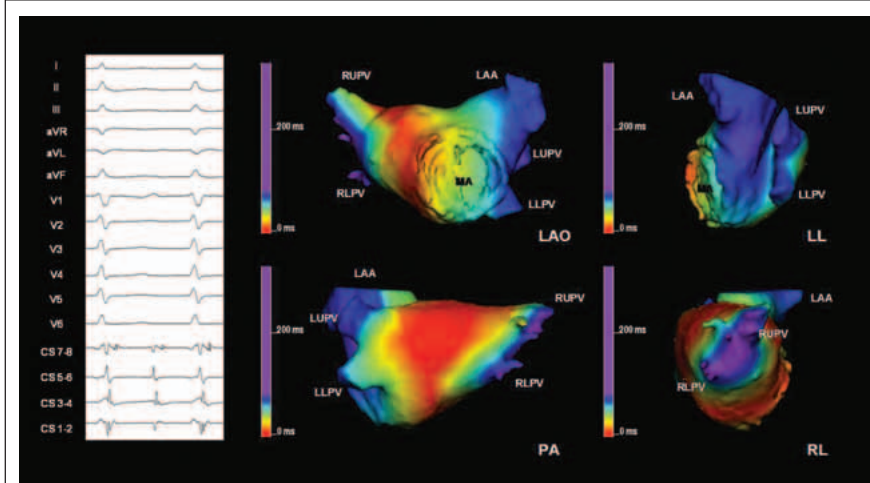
Darstellung eines Postpacing-Intervall- (PPI-) Maps mit dem EnsinaVX®-System [13]. Die Differenzen der PPIs im Vergleich zur Tachykardie-Zykluslänge werden farblich kodiert auf das 3D-Map aufgetragen. In das Map wurde nach einem zielorientierten Algorithmus eine CT-Rekonstruktion (Kardio-CT vom Vortag) des individuellen linken Vorhofs (LA) integriert [6]. Es handelt sich um eine Re-Intervention nach vorhergehender zirkumferentieller Pulmonalvenenisolation. Das Map zeigt eine Makro-Reentry-Tachykardie um die rechten Pulmonalvenen durch das LA-Dach. Eine lineare Radiofrequenz-Läsion entlang des LA-Daches terminierte letztendlich die Makro-Reentry-Tachykardie.
